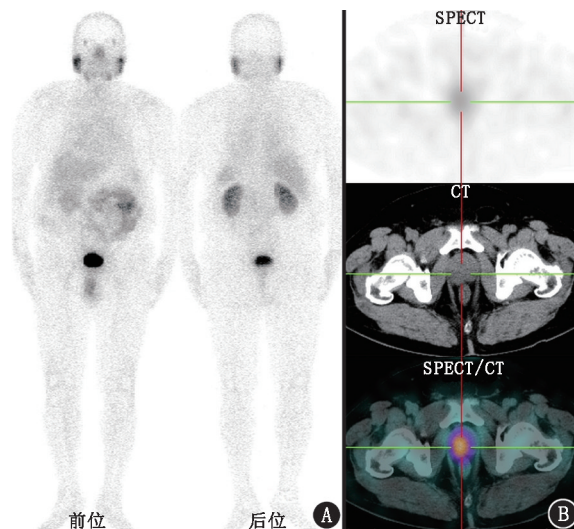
前列腺癌患者 (64 岁，PSA  $25.58 \mu\text{g/L}$ ，Gleason 评分  $4+3=7$  分)  $^{99}Tc^m$ -HYNIC-PSMA SPECT/CT 显像图。A. 全身平面像未见明显异常；B. SPECT/CT 示前列腺内结节状摄取增高， $SUV_{max}$  为 3.21
